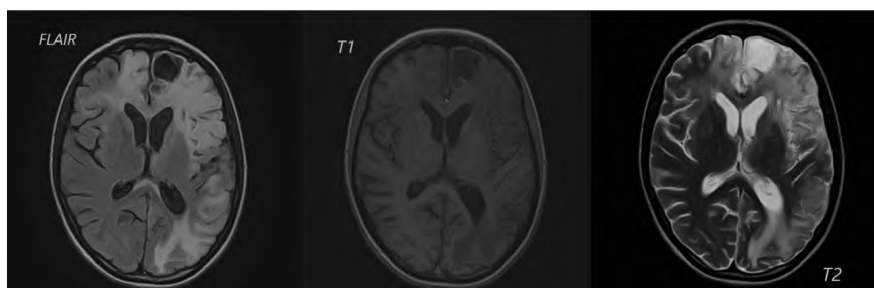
МРТ головного мозга пациентки Р. от 17.05.2019 в режимах FLAIR, T1 и T2.
